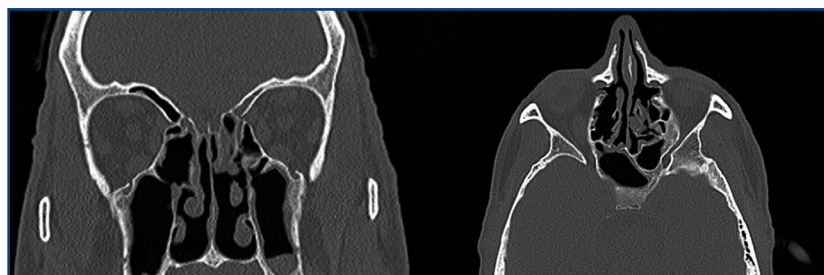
Caso clinico: TC del massiccio facciale.
